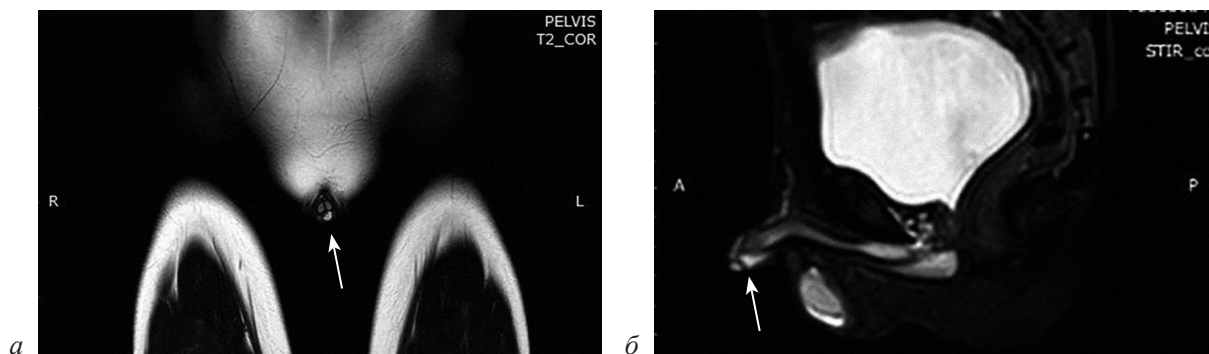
Магнитно-резонансная томография до склеротерапии (венозная мальформация указана стрелкой):
